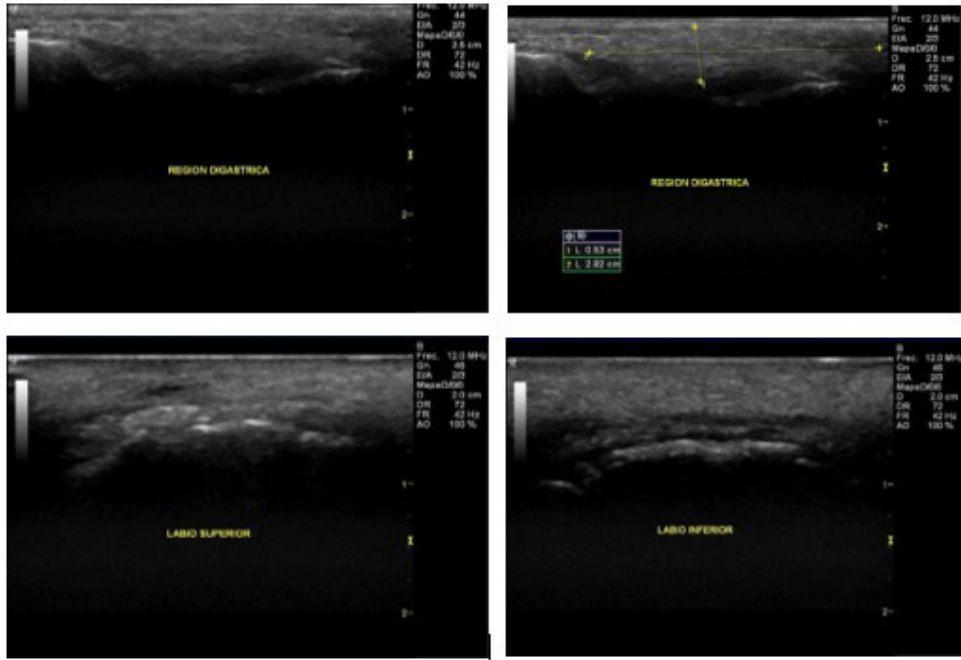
Ecografía inicial, evidenciando perdida de la interfase de la piel, imagen vacuolar anecoica bien delimitada por una capsula fina y patrón con múltiples puntos ecogénicos que generan mini colas de cometa.*
